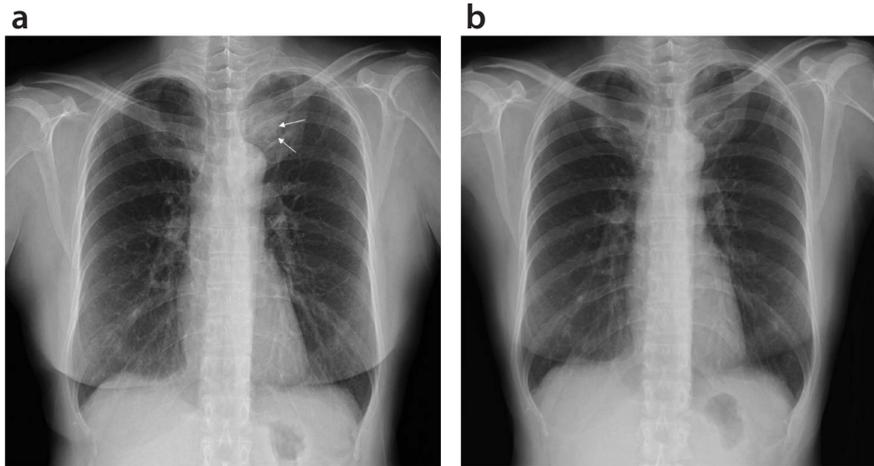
症例1の健診時胸部X線(a)と4年前の胸部X線(b)
